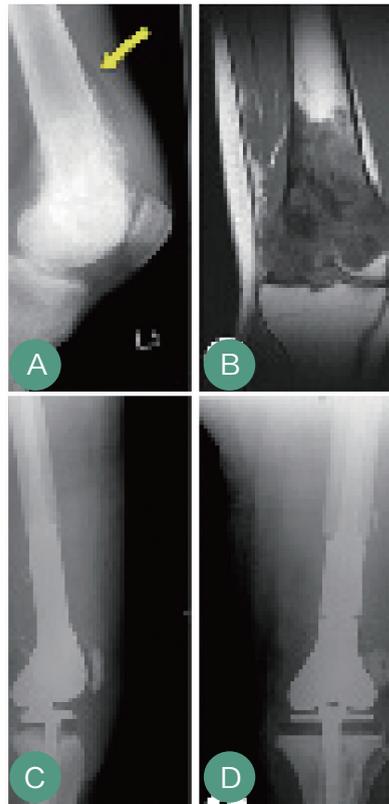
A-D 左股骨远端骨肉瘤术前平片（A）及核磁（B），以及肿瘤型膝关节置换术后平片（C-D）
